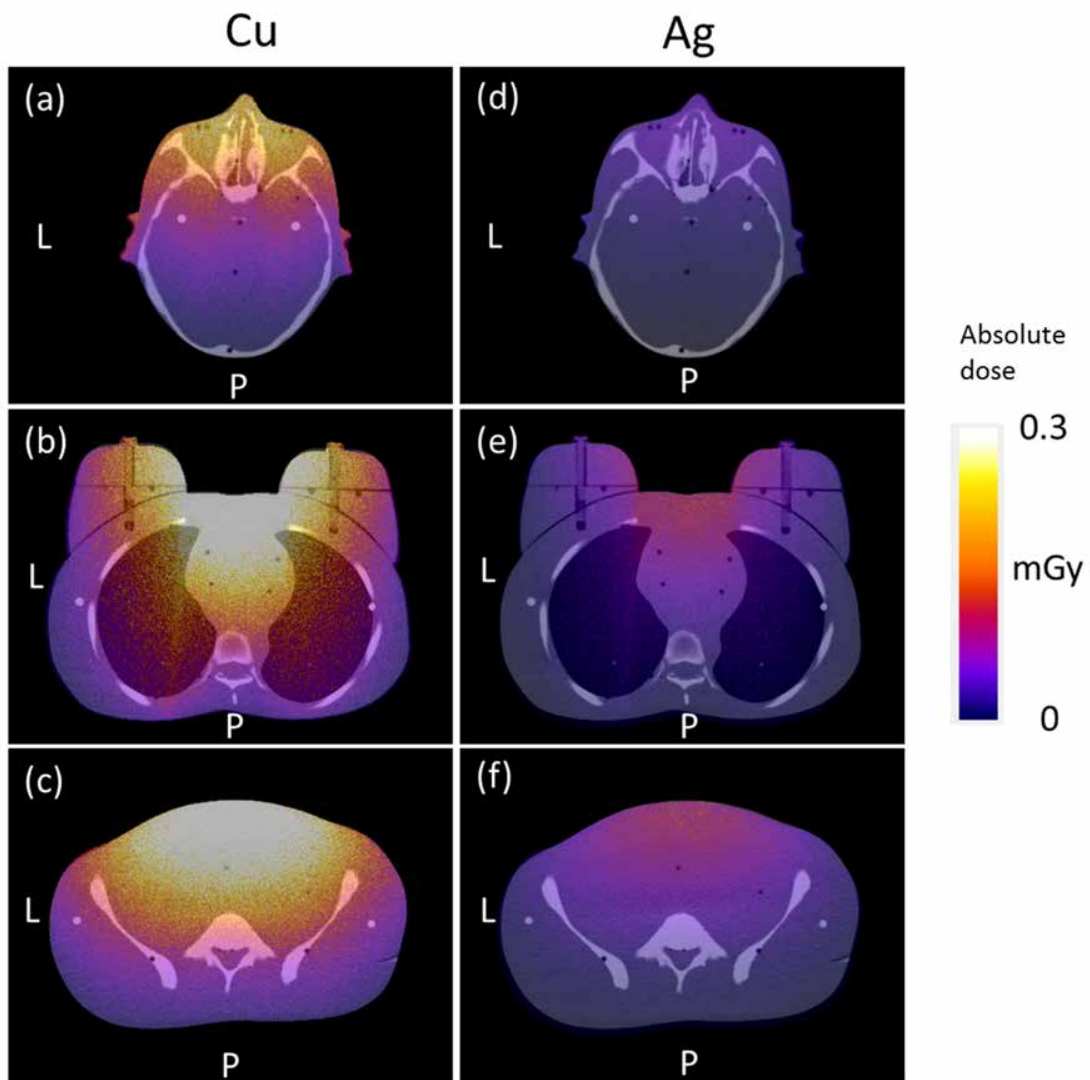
各撮影部位での AP 撮影における CT 位置決め撮影の線量分布：Cu (a, b, and c), Ag (d, e, and f)。X 線入射側では線量が高く、射出側では低い。また、Ag フィルタを用いた場合は、Cu フィルタ使用時と比較して、入射側の線量が低下している。
